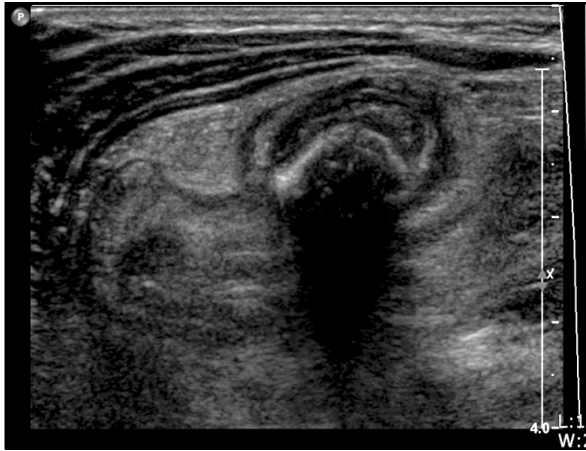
Follow-up ultrasound shows aggravated fat infiltration and wall thickening adjacent to the diverticulum.
